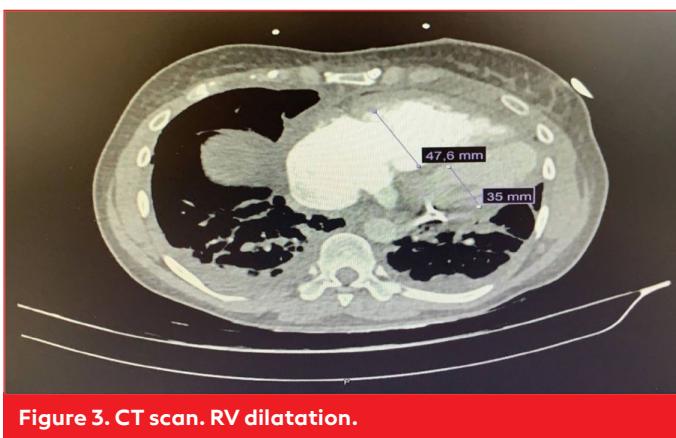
CT scan. RV dilatation.
